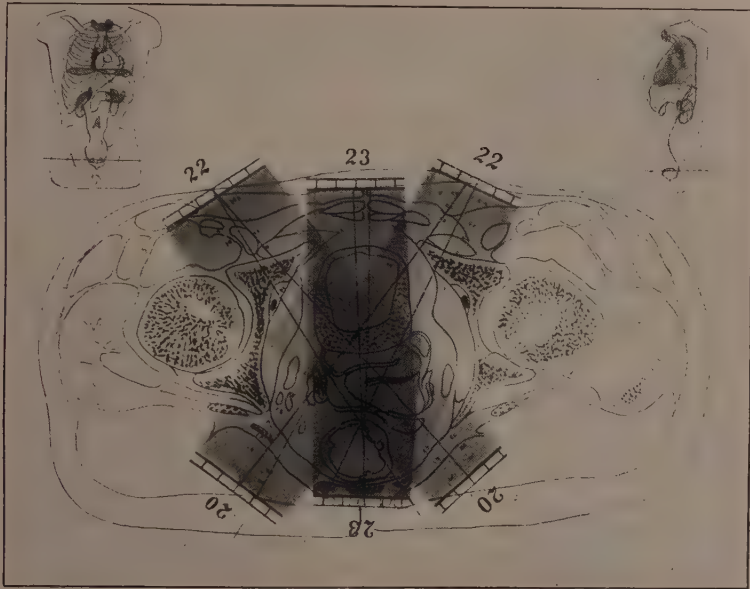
Dosenverteilung beim „Röntgenwertheim“ mit ungenauer Einstellung der einzelnen Felder. Die Verbrennungsgefahr an den Überkreuzungsstellen ist ohne weiteres verständlich.
